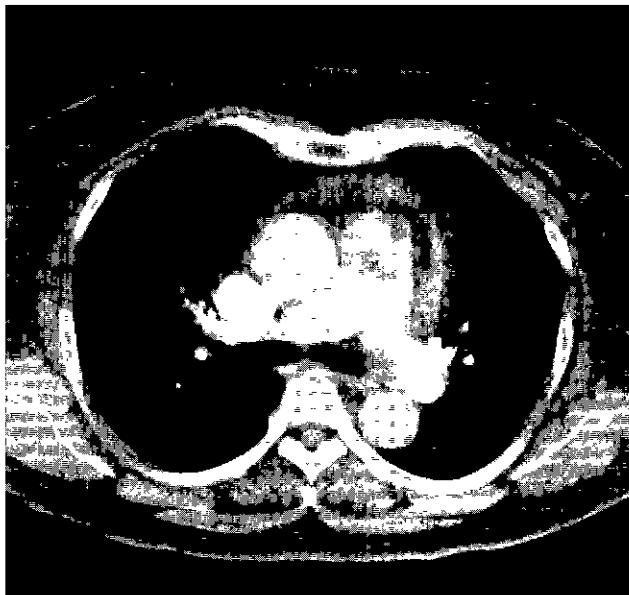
Preoperative CT shows a mass on main pulmonary trunk.
